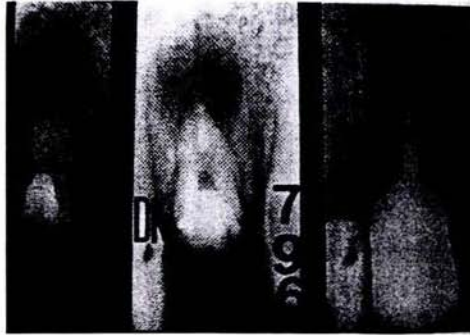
Radiografías preoperatorias, posoperatorias inmediata y después de 1 año, donde es posible observar la reparación parcial de los tejidos peripicales.
